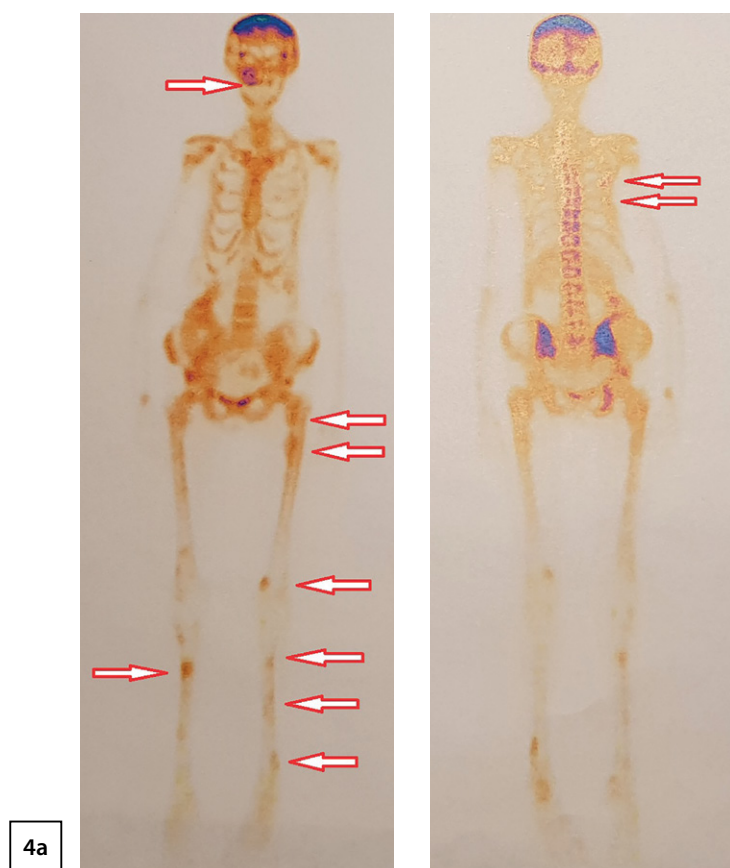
Остеосцинтиграфия: 4а — сцинтиграфия костей в режиме «все тело»: стрелками указаны очаговое образование верхней челюсти справа, а также очаговые образования в области ребер справа, нижних конечностях; 4б — сцинтиграфия костей таза: стрелками указаны множественные литические очаги в костях таза.
